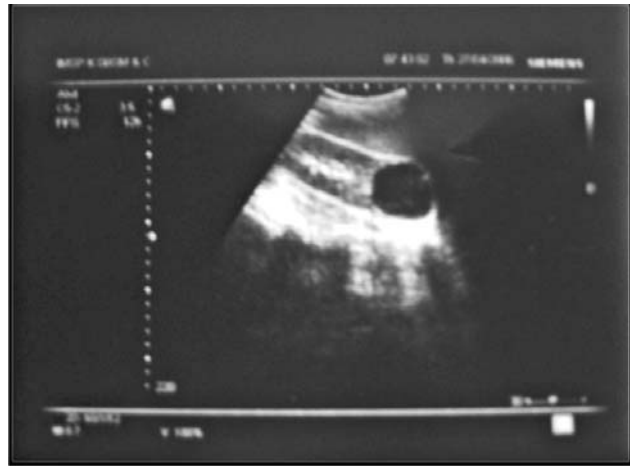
Ecografia renală. Caz clinic. Formațiune lichidiană la polul inferior al rinichiului stâng, care comprimă parenchimul renal și calicele inferioare
